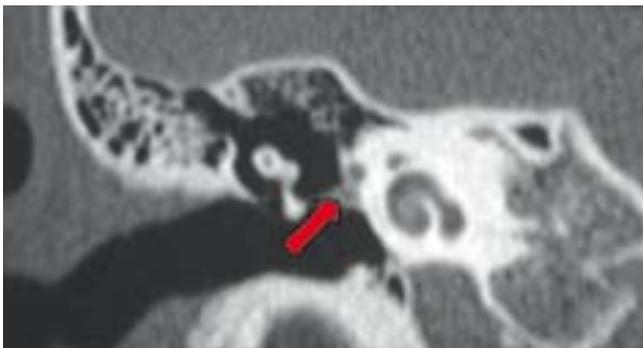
TC dell'orecchio medio (sezione coronale)
